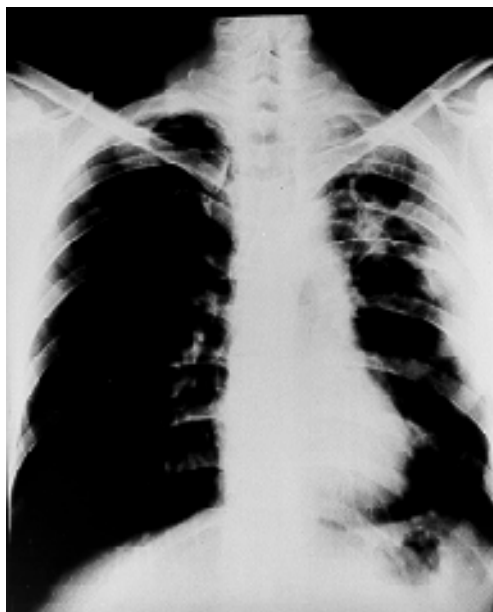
Caso 6: Radiografía de tórax con paquipleuritis izquierda postlobectomía superior izquierda y decorticación.
